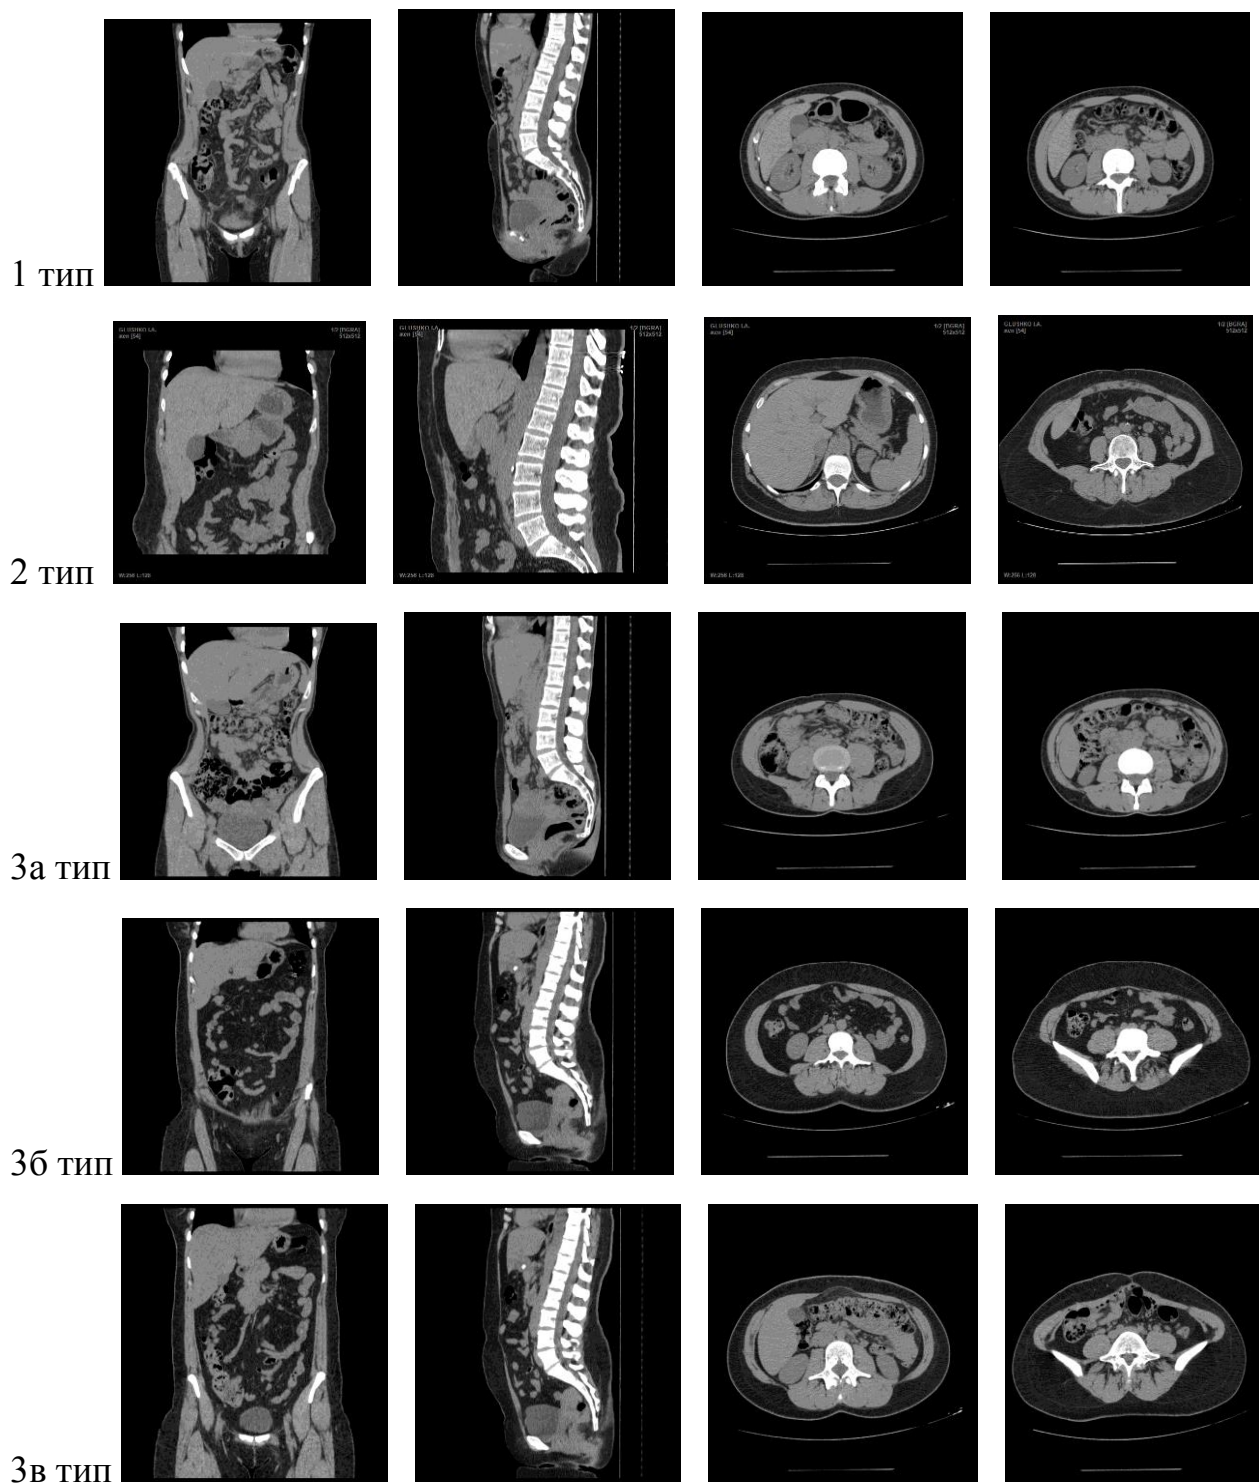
Фото КТ: а – фронтальна проекція; б – сагітальна проекція; в – поперечний переріз, відстань між ПМЖ; г – поперечний переріз, товщина ПЖК (1, 2 і 3-й типи деформацій ПЧС).
